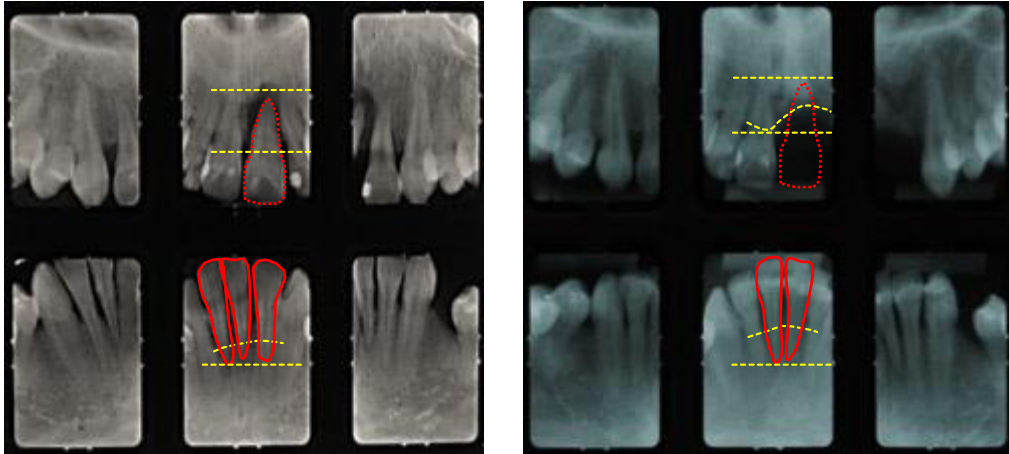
Derecha: Radiografías iniciales antes del tratamiento Izquierda: Radiografías un año después del tratamiento.
